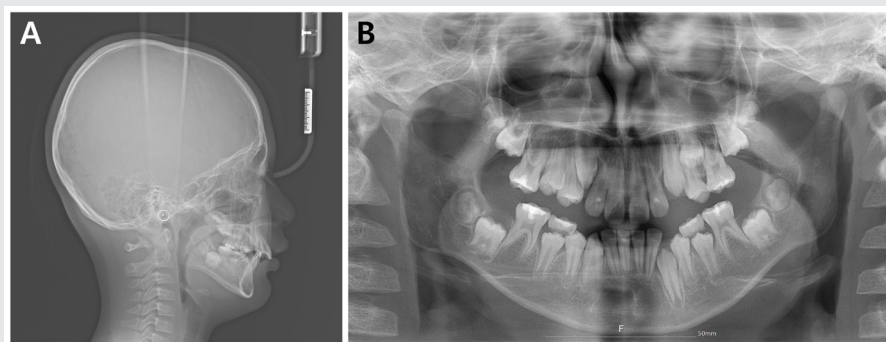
Pre-treatment lateral cephalogram (A) and panoramic radiograph (B) of patient who underwent RME.
